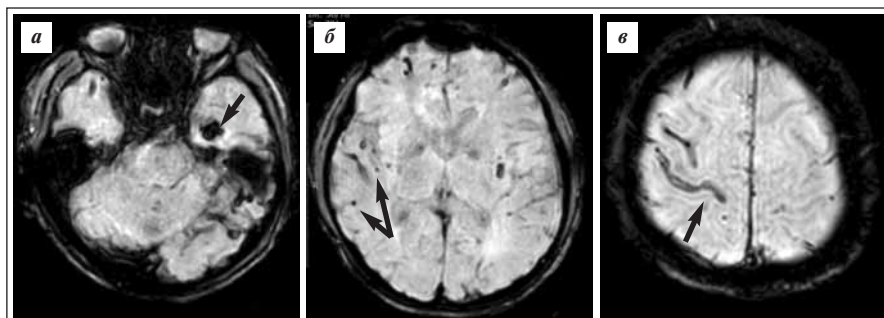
МРТ головного мозга, режим SWI, аксиальная плоскость. а — лобарное внутримозговое кровоизлияние в левой височной доле; б — множественные лобарные микрокровоизлияния; в — корковый поверхностный гемосидероз (указаны стрелками)
